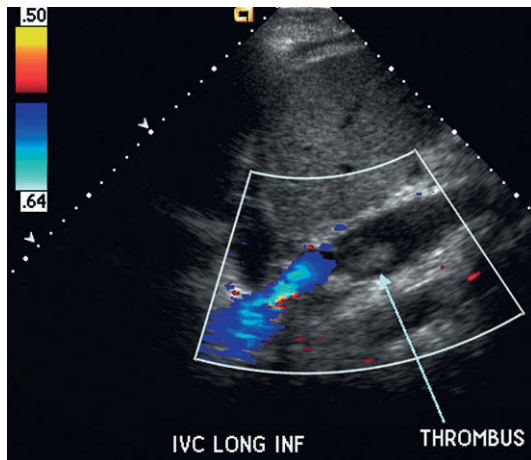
Imagen longitudinal de Doppler color de la vena cava inferior del donante. Este hígado se anastomosó con la técnica de encadenamiento, de forma que el flujo dentro de la cava sólo es una fracción de lo que era anteriormente. Como resultado, se ha formado un trombo que ocluye parcialmente la luz (flecha).
